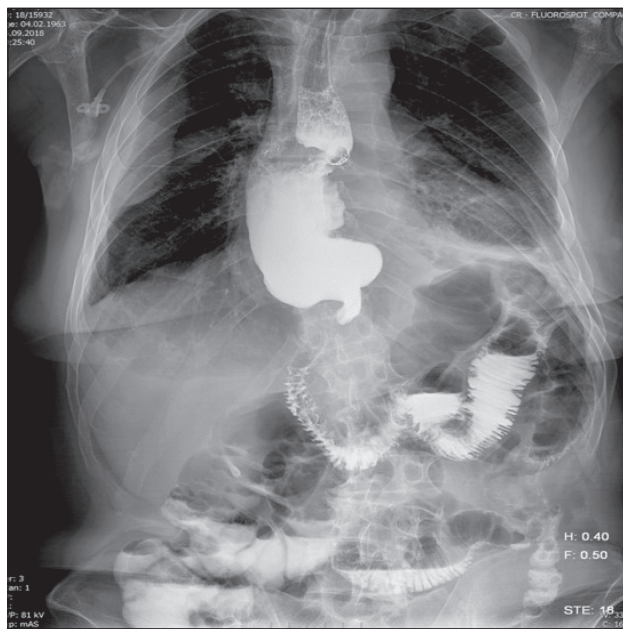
Рентгенологическое исследование пищевода-желудочного анастомоза с водорастворимым контрастом от 06.09.18
